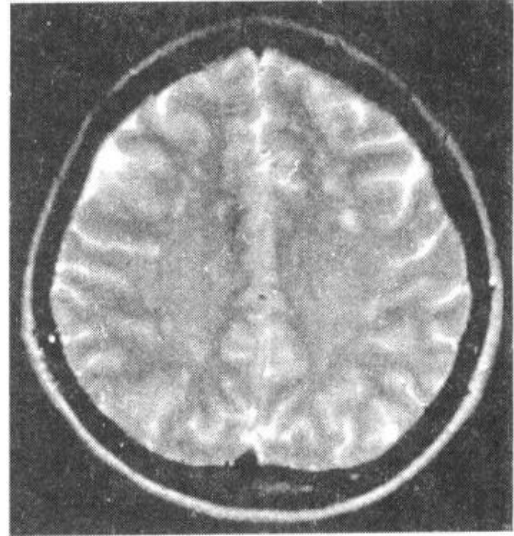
多发性硬化 MRI 的  $T_2$  加权像显示脑室周围白质内多发性斑块
